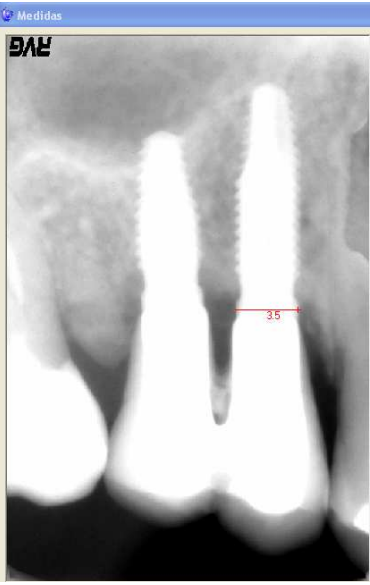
Radiografias digitais e respectivas medidas do grupo 2
